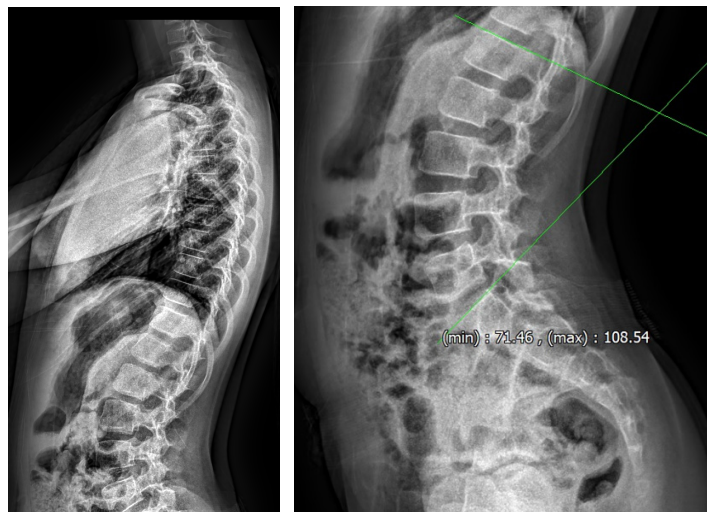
Lumbar spine lateral view X-ray image of patient before Chuna manual therapy on 25th March 2024.
